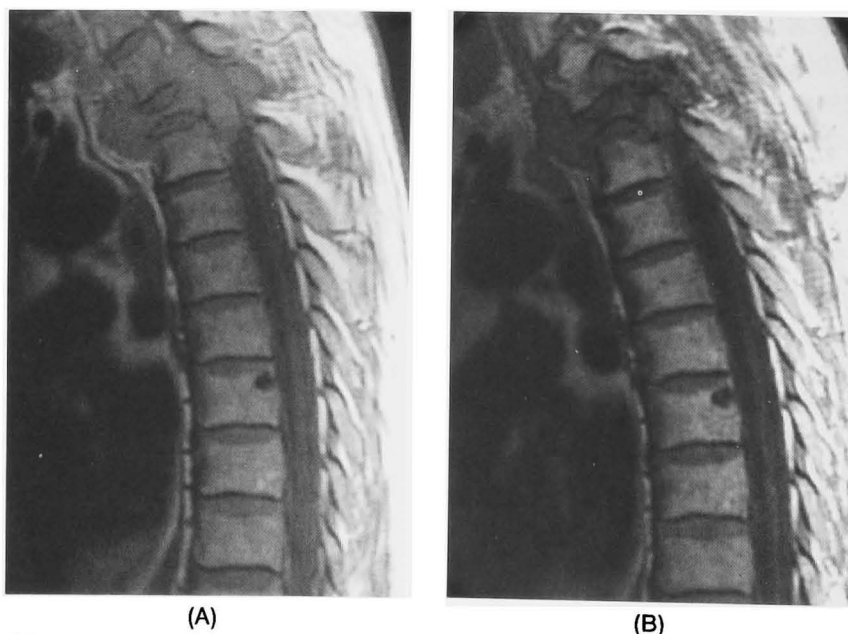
T1-weight MRI before treatment (radiation therapy and CVD regimen: A) and after treatment (B).
